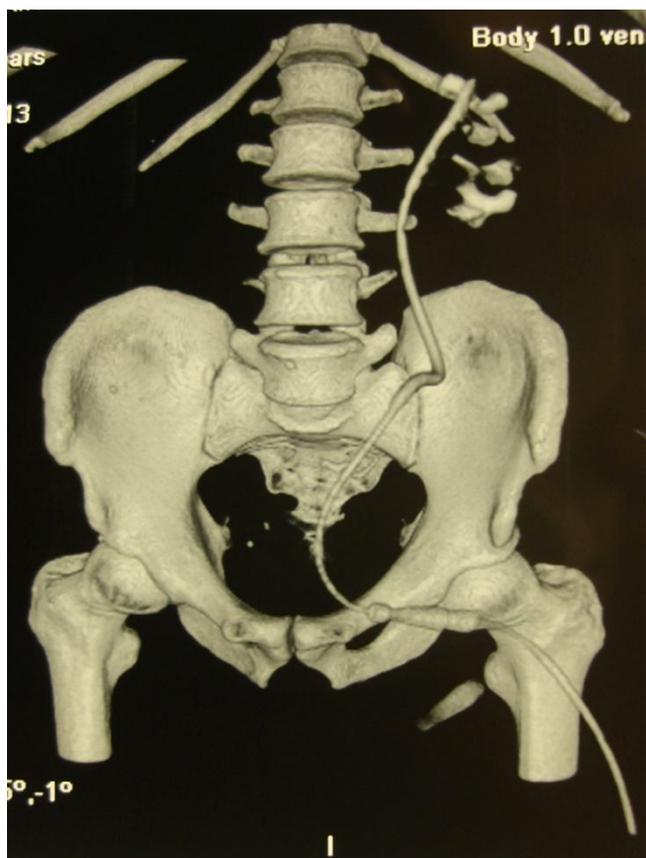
МСКТ с контрастированием, 3D моделированием – отсутствие функции правой почки, множественные деструкции паренхимы левой почки
